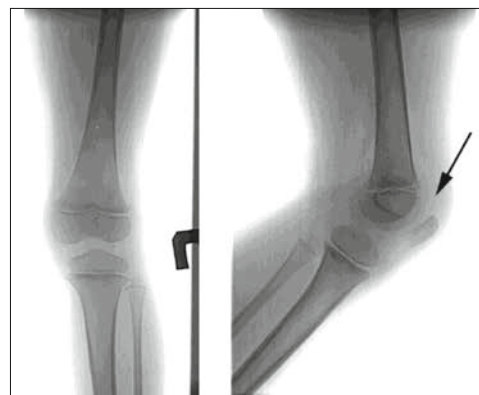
Рентгенограми колінного суглоба (стрілка вказує на затінення надколінкового фізіологічного просвітлення)
